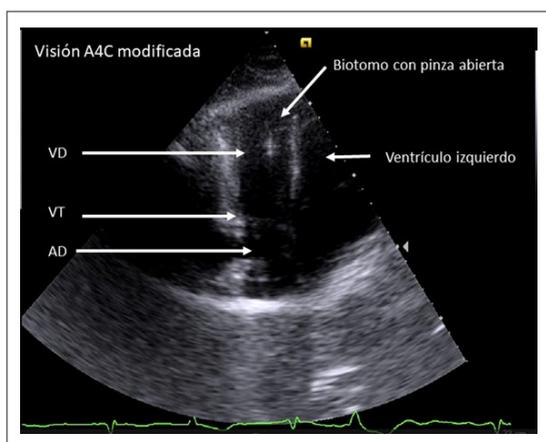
BEM guiada por ecografía transtorácica.
